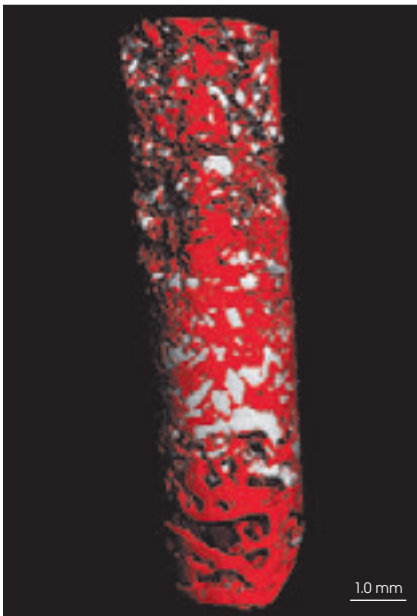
(links) Mikro-CT-Scan des Biopsats, das mit dem Trepanbohrer entnommen wurde: Es besteht hauptsächlich aus Knochen (rot) und geringen Mengen an ABBM-Matrix (weiß).
